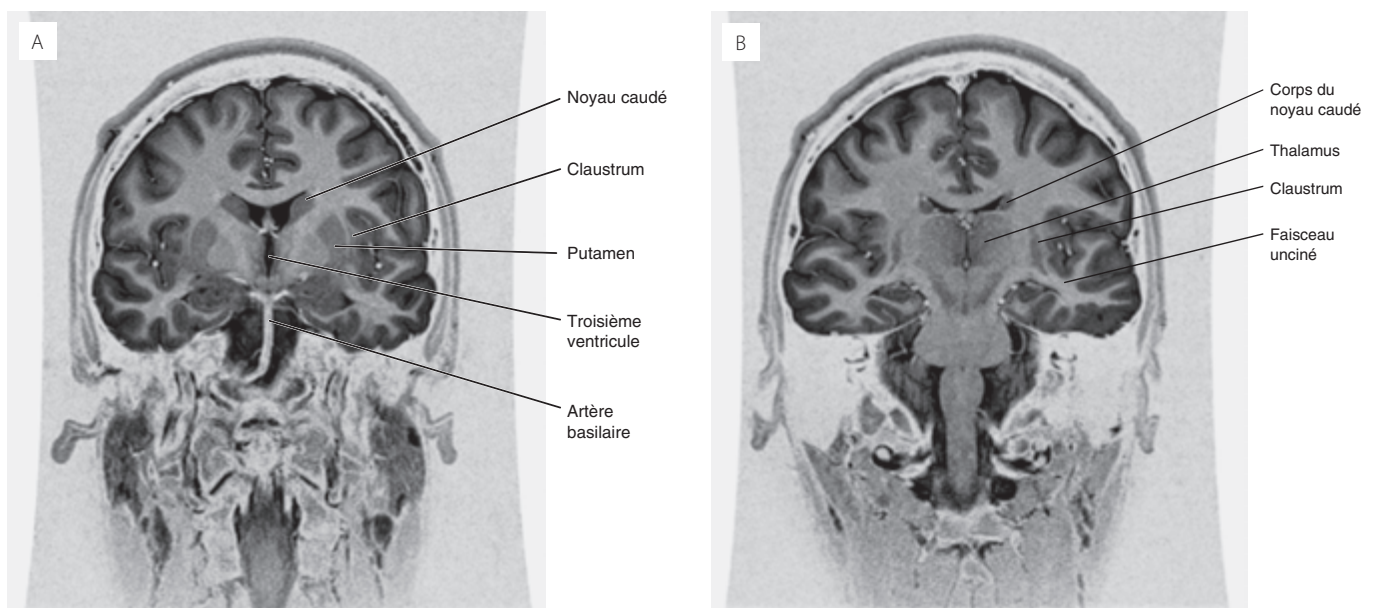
IRM en inversion-récupération (3T), coupes frontales. (A) est antérieur à (B)
